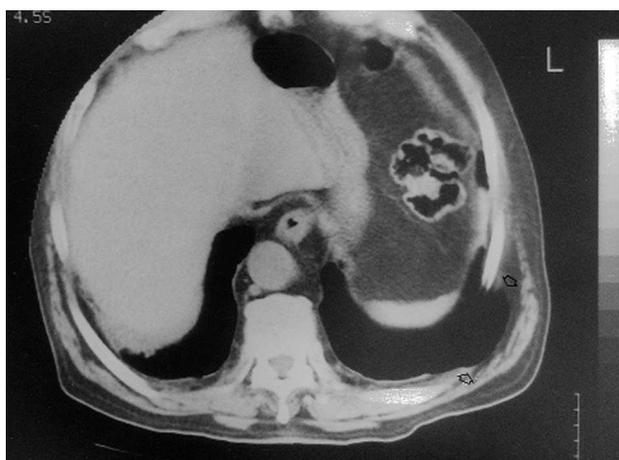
Tomografía axial computarizada torácica: hernia pulmonar basal a través de un defecto de la pared torácica izquierda (flechas).
